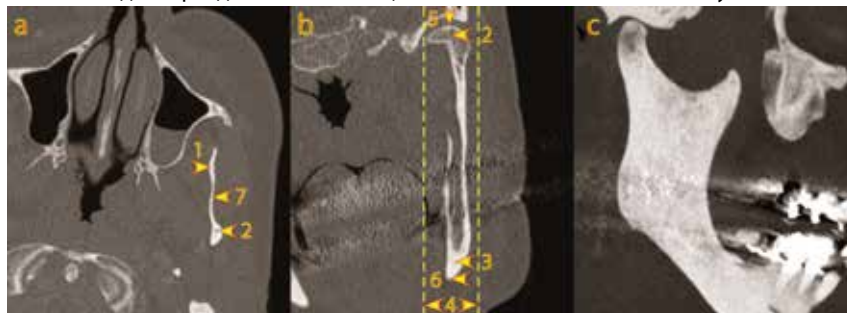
Пример данных 3Д компьютерной томографии, полученных с помощью проекции максимальной интенсивности и многоплоскостного переформатирования с использованием трех ортогональных плоскостей (а-с). Ориентация (положение) среза (с), который использовался для линейных измерений был стандартизирован с целью создания точки пересечения центра венечного отростка (1), мыщелкового отростка (2) и гониального угла (3). Толщина (4) среза (с) определялась как наименьшая толщина в случае которой также учитывалась наиболее высокая краниальная мыщелковая точка (5), каудальная гониальная точка (6), и наиболее глубокая точка вырезки нижней челюсти (7)
